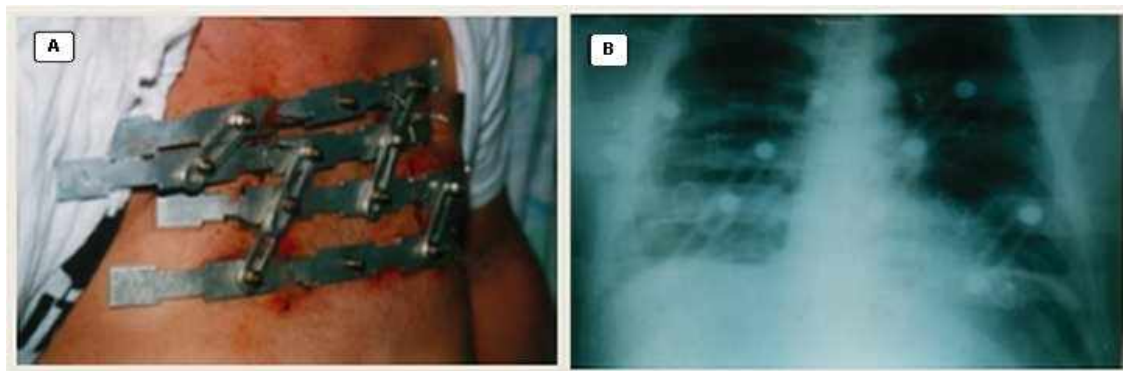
A) El dispositivo en la pared anterior. B) Radiografía de tórax, obsérvese el fijador.
